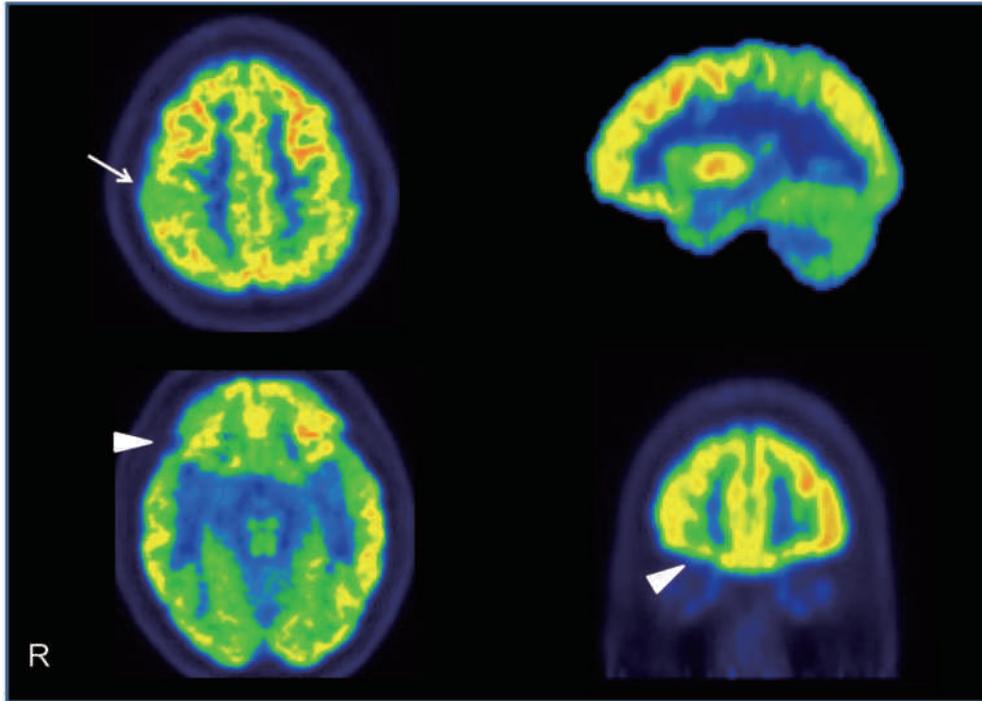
歩行障害，無気力が目立つ17歳女児の脳 FDG-PET 画像
